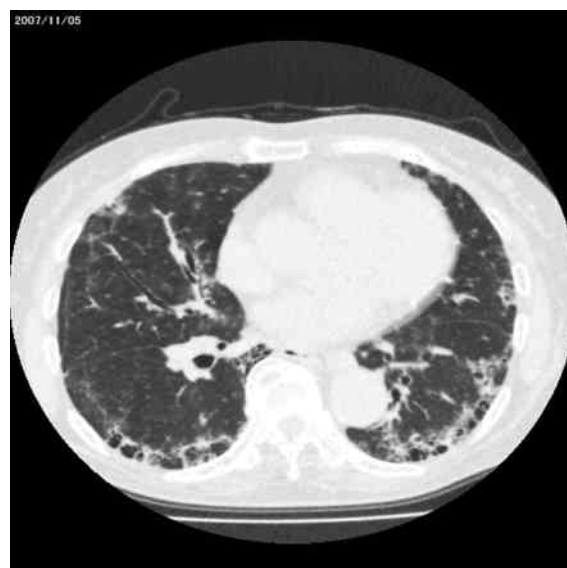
Chest CT scan showed belt-like and honeycomb changes in the bilateral lungs before admission.
